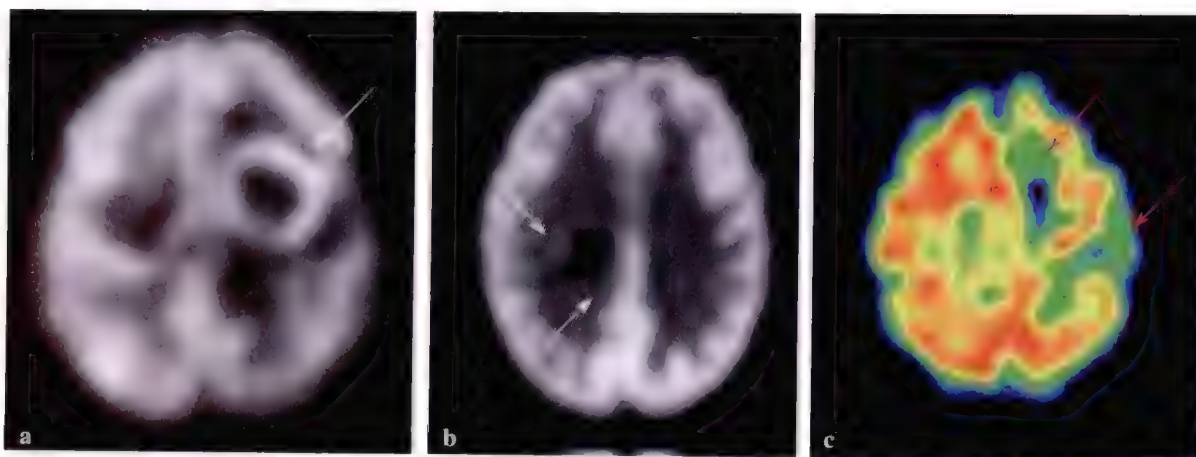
脑内转移灶 ^{18}F -FDG PET 显像图
